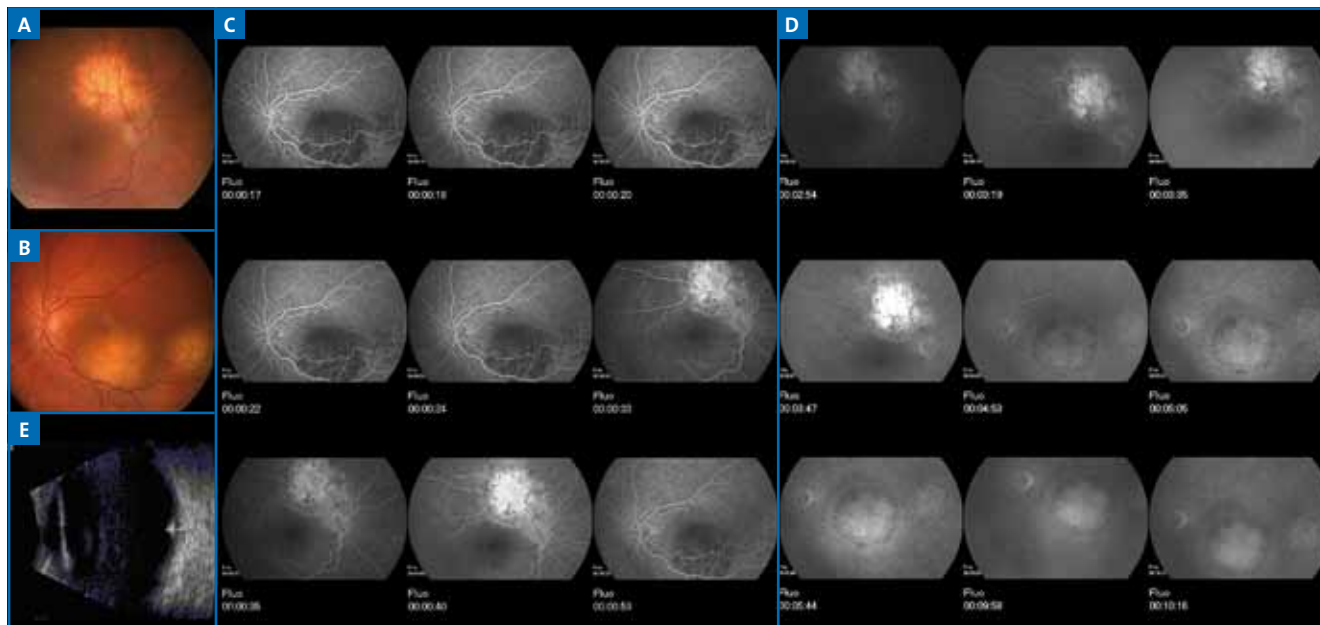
A : Fond d'œil droit: aspect d'atrophie juxta-papillaire d'allure colobomateuse. B : Fond d'œil gauche: deux lésions saillantes en temporale. C, D : Angiographie: diffusion du colorant sur les trois lésions au temps tardifs. E : L'échographie en mode B confirme l'existence d'une lésion saillante.
